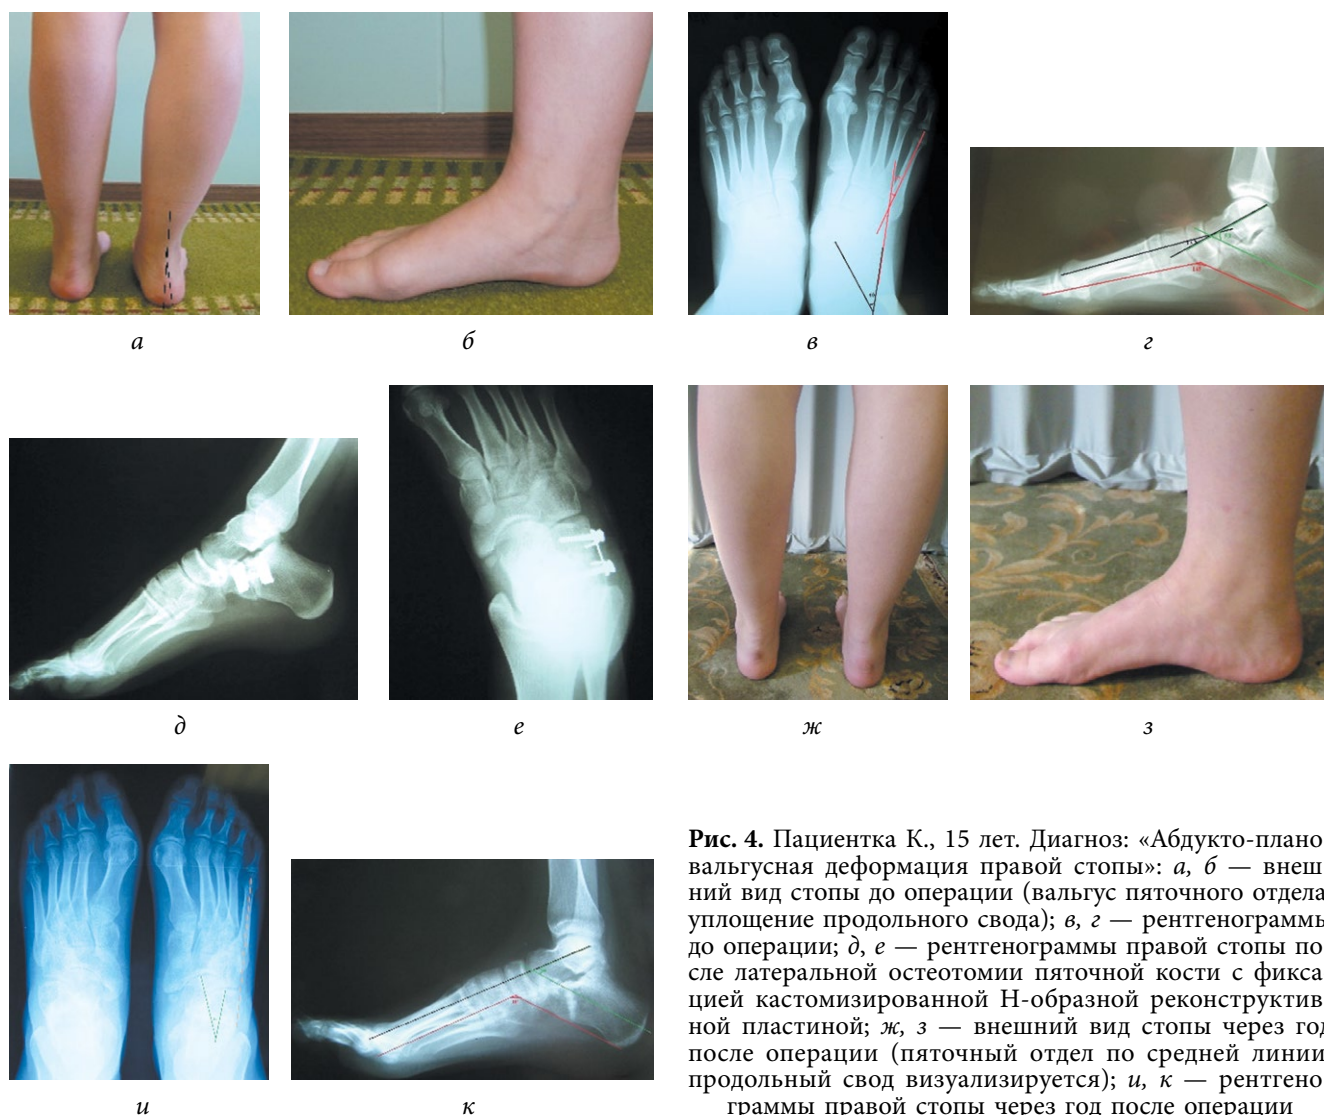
Пациентка К., 15 лет. Диагноз: «Абдукто-плано-вальгусная деформация правой стопы»: *а, б* — внешний вид стопы до операции (вальгус пяточного отдела, уплощение продольного свода); *в, г* — рентгенограммы до операции; *д, е* — рентгенограммы правой стопы после латеральной остеотомии пяточной кости с фиксацией customизированной Н-образной реконструктивной пластины; *ж, з* — внешний вид стопы через год после операции (пяточный отдел по средней линии, продольный свод визуализируется); *и, к* — рентгенограммы правой стопы через год после операции
